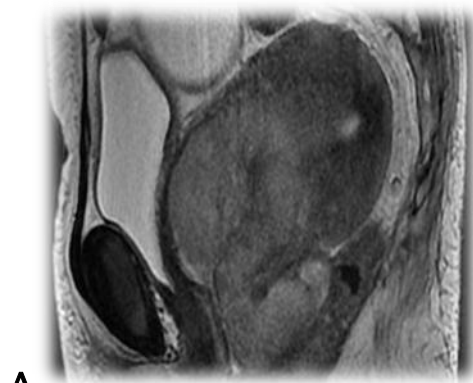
IRM en pondération T2 sagittal (A), T1 coronal (B), T1 C+ axial (C): Lésion cervicale en hypersignal T2 modérée hétérogène, mal limitée, en isosignal au myomètre en T1, se rehaussant de façon intense et précoce en périphérie sur les premières séquences dynamiques après injection, avec une zone centrale nécrotique.
